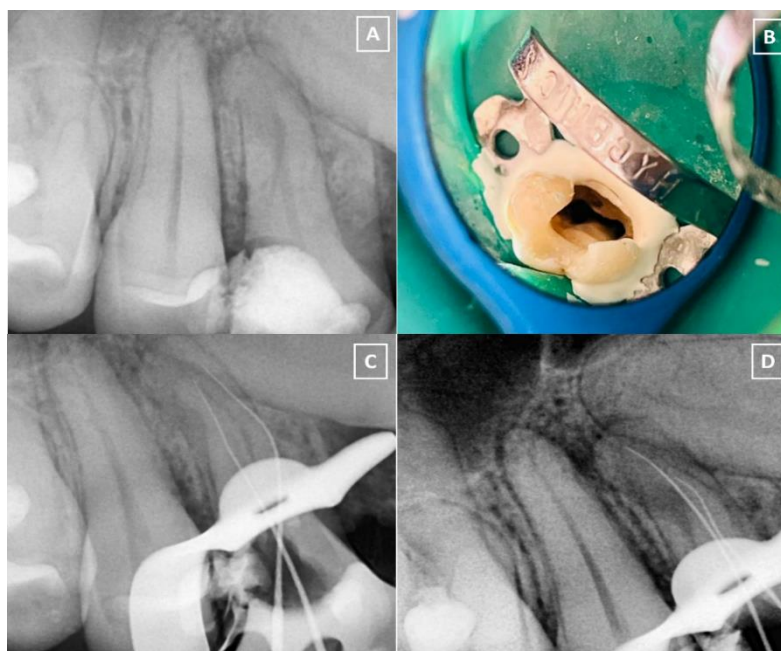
A. Radiografía de diagnóstico. B. Detalle clínico de la apertura con la modificación según Sieraski ⁽¹⁴⁾. C y D. Conductometría
